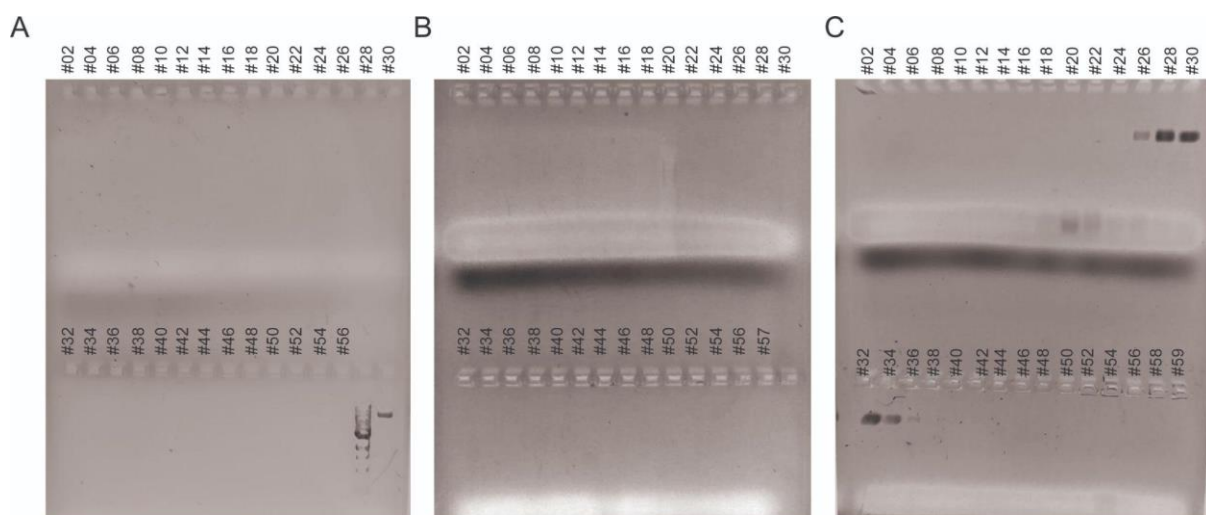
Producción y purificación de las distintas versiones de VLPs AP205 en bacterias *E. coli* C41. Se muestran los geles de agarosa 1% m/v en los cuales se realizó la electroforesis de las distintas fracciones colectadas en la cromatografía de exclusión molecular. A. Purificación de AP205-CT VLPs. B. Purificación de AP205-BALB2 VLPs. C. Purificación de AP205 WT VLPs.
